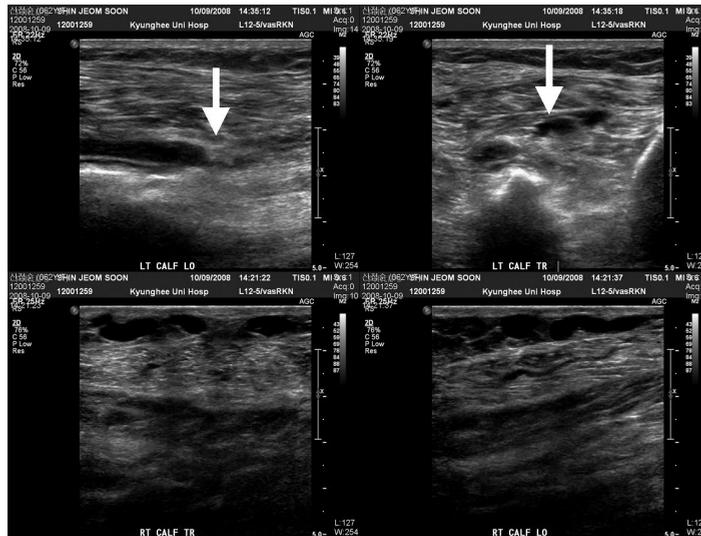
Extremity arterial & venous doppler US at 2008/10/09
